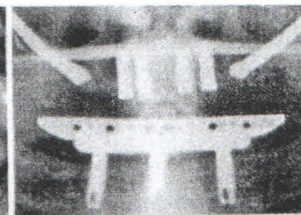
Ortopantomografia de controle 6 meses após cirurgia
